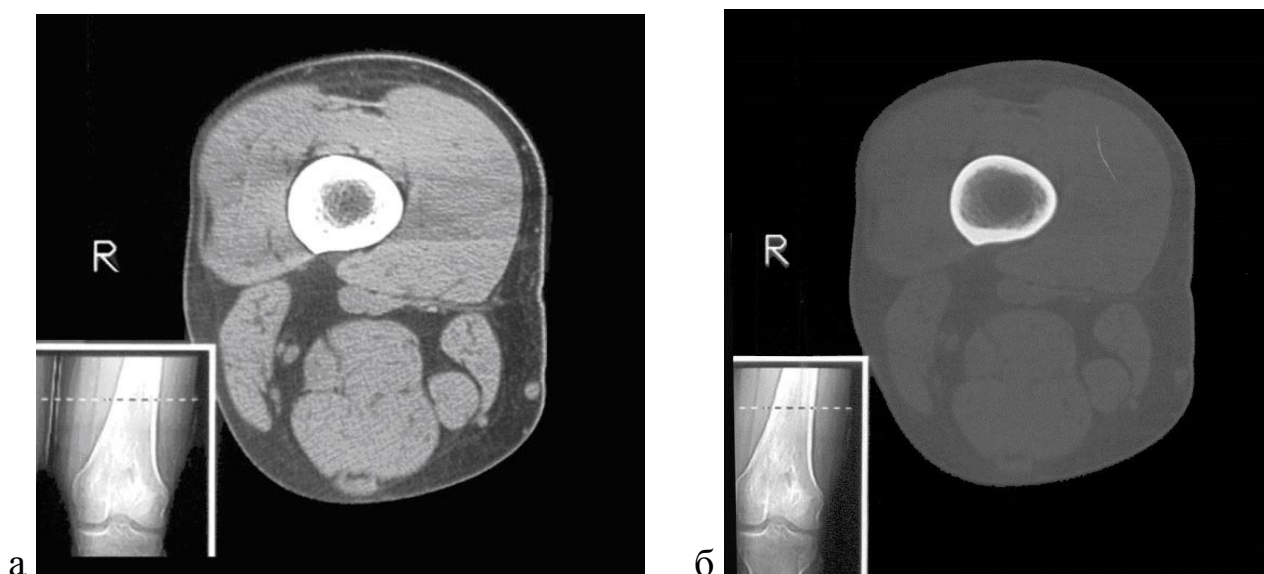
КТ дистального метадиафиза бедренной кости в мягкотканном (а) и костном (б) электронных окнах
